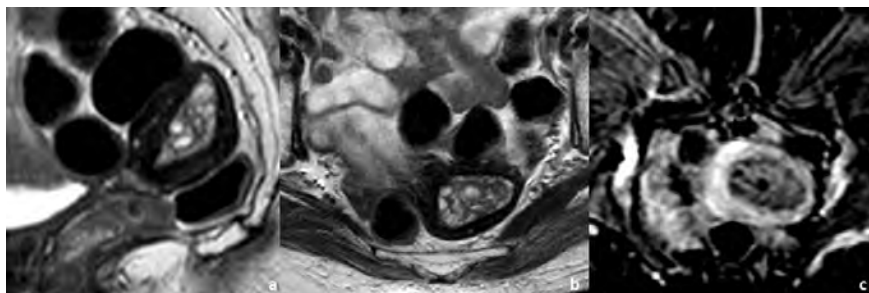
Mulher de 83 anos, sob terapêutica com tamoxifeno há 4 anos, com queixas de metrorragias. A RM pélvica para caracterização do endométrio, com sequências ponderadas em T2 no plano sagital (a) e axial (b) e em sequência ponderada em T1 com saturação de gordura e após injeção de gadolínio (c), demonstrou o preenchimento e alargamento da cavidade endometrial por pólipos. A análise histopatológica confirmou tratar-se apenas de um pólipos fibrogranular.
